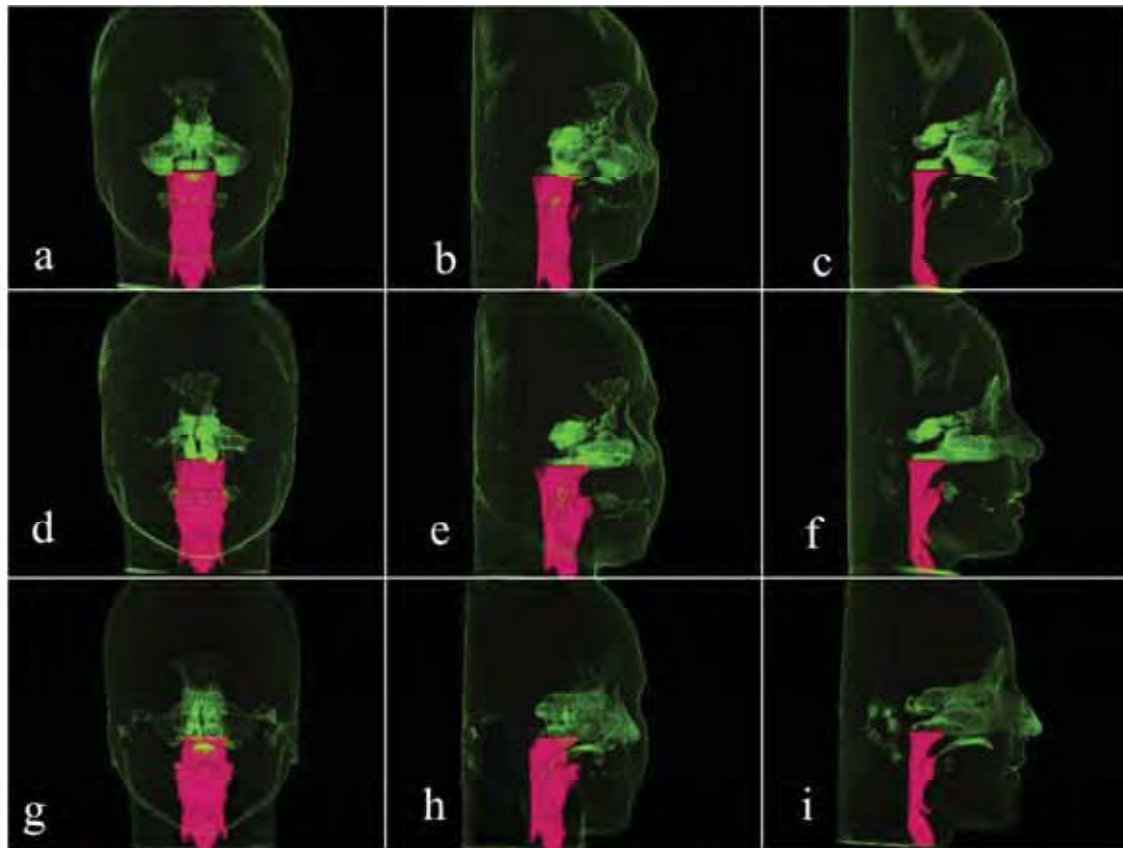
Avaliação qualitativa de vias aéreas a partir de tomografias computadorizadas de feixe cônico com reconstrução tridimensional: a) T1 em vista frontal; b) T1 em vista 3x4; c) T1 em vista de perfil; d) T2 em vista frontal; e) T2 em vista 3x4; f) T2 em vista de perfil; g) T3 em vista frontal; h) T3 em vista 3x4; e i) T3 em vista de perfil.
